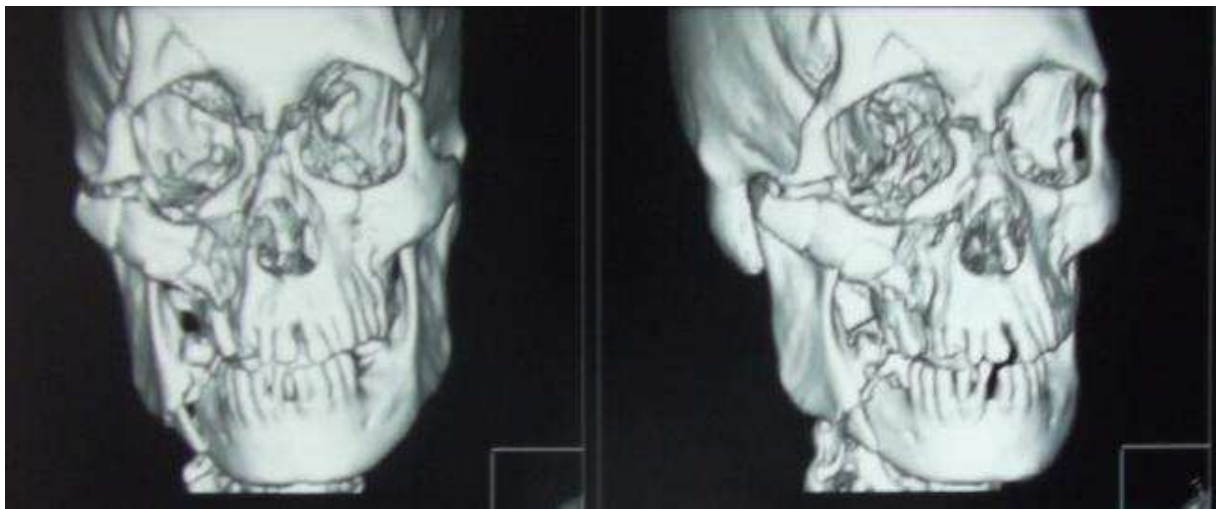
TDM en reconstruction tridimensionnelle, fractures des 4 parois de l'orbite droite.
